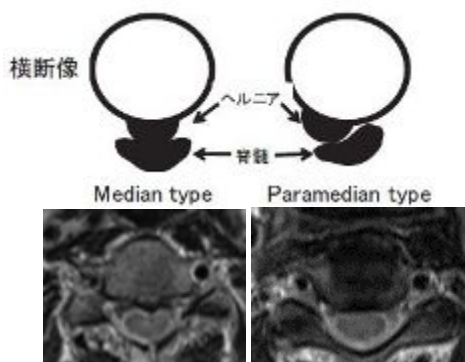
椎間板ヘルニアのMRI横断像による形態分類（松本ら、2001）¹とそのMRI像例。
